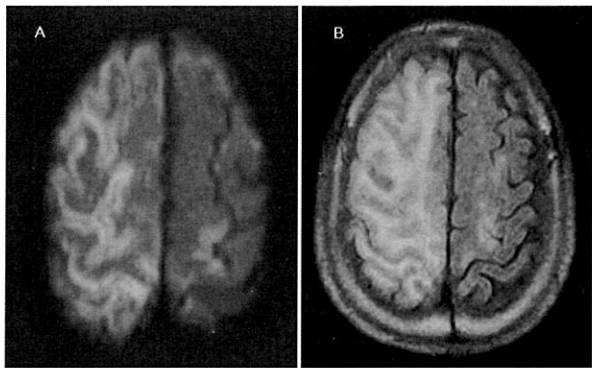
Diffusion-weighted cranial MR image (A) and FLAIR image (B) obtained 3 days after the event show high-intensity lesions indicating multiple cortical infarctions in the right hemisphere.
